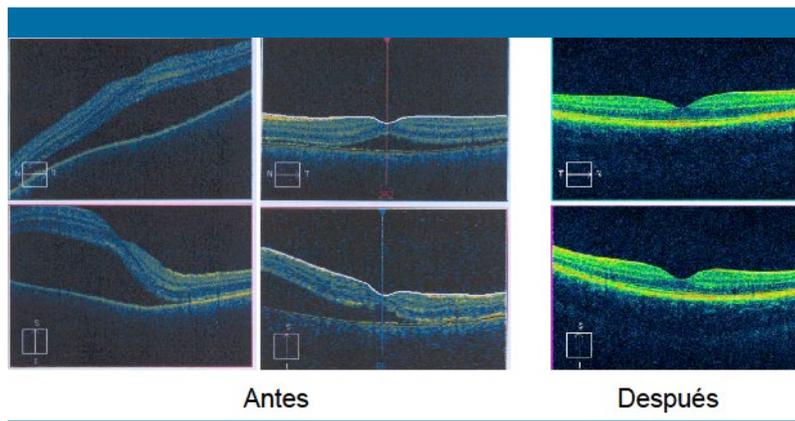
Tomografía de coherencia óptica antes y después del inicio del tratamiento
